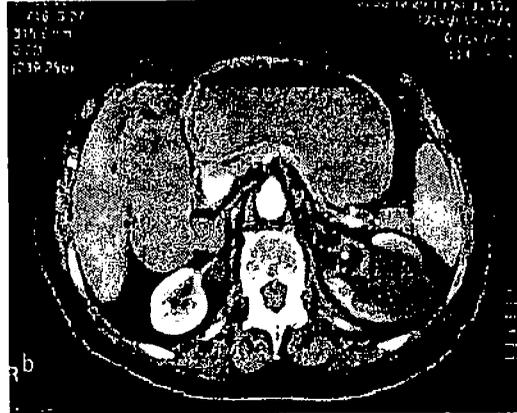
Obstrucción duodenal por mesenteritis retráctil (a) radiología baritada que permite ver una estenosis de la 3.ª porción duodenal. La fuga de bario a las vías biliares se explica por la existencia previa de una coledocoduodenostomía. (b) TAC abdominal que muestra la dilatación del estómago y el duodeno.
